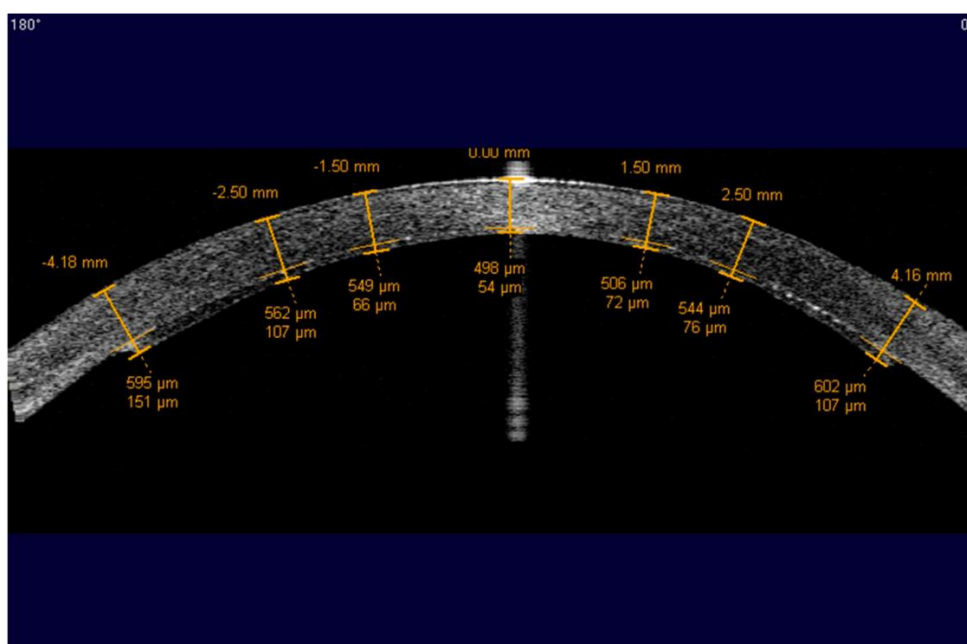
Оптическая когерентная томография глаза пациента Б., 79 лет. 12 месяцев после операции ЗАПК+ФЭК+ИОЛ. Полное прилегание трансплантата, толщина трансплантата в центре 54 мкм, толщина трансплантата на периферии 151 мкм
